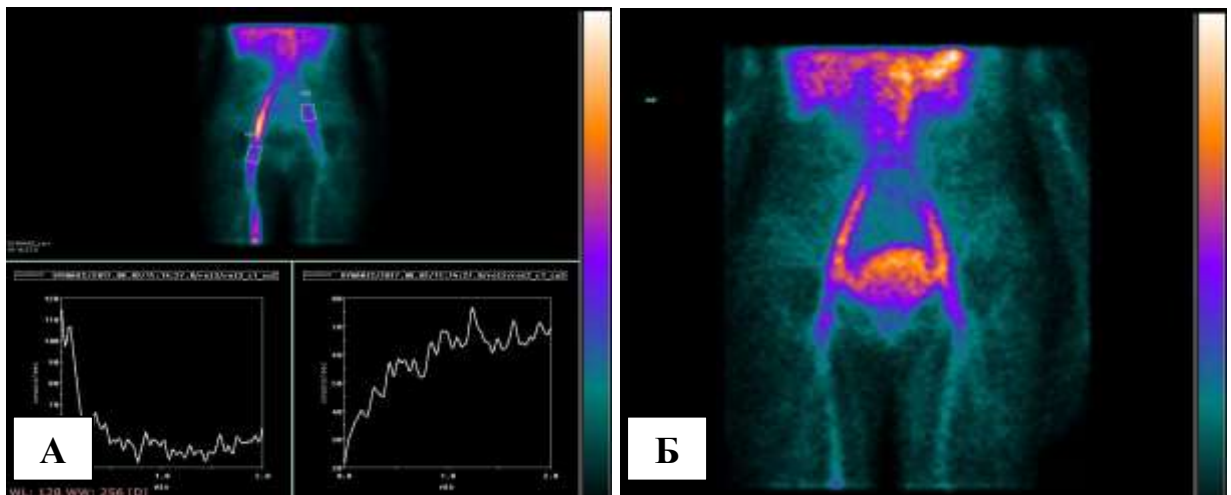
Радионуклидная томограмма пациенток с ВБТ на фоне окклюзии левой ОПВ: А – в динамической части исследования отмечается резкое снижение, вплоть до отсутствия накопления РФП в проекции левой ОПВ; Б – дефект накопления РФП в проекции левой ОПВ через 40 мин после введения. Накопление в проекции вен малого таза симметричное, равномерное.
